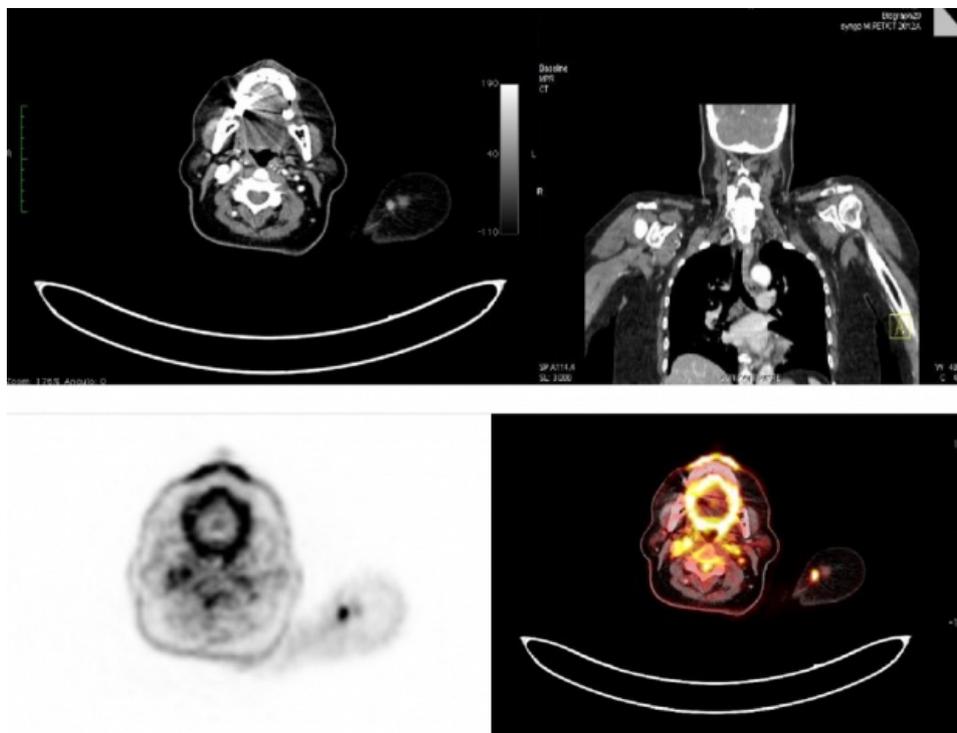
PET/CT. Arriba: TC imágenes coronales y axiales. En hombro izquierdo se observa lesión sólida, ovalada, bien redondeada, con densidad de partes blandas, ubicada inmediatamente bajo el plano cutáneo, correspondiente a HEE. Abajo: Imágenes de fusión en eje axial y PET confirman hipermetabolismo de esta lesión.
